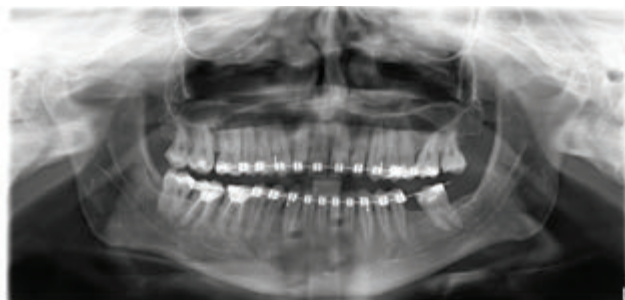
Panoramic X-ray immediately after placement of the fixed orthodontic appliance.
